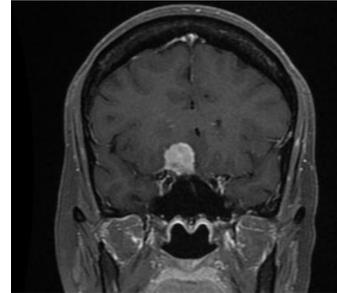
RM encefalo con mdc pre-op
